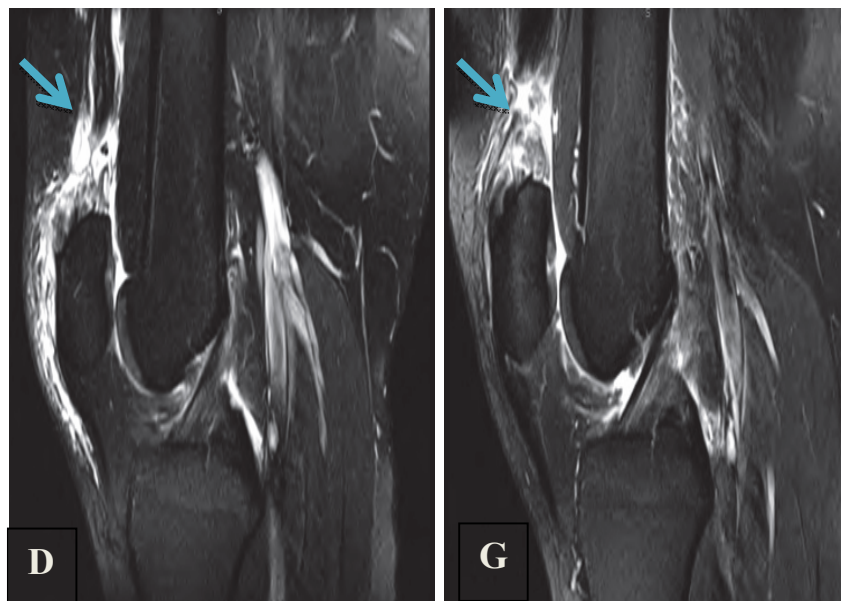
IRM des deux genoux (droit et gauche) montrant une image sagittale pondérée en T2 et démontrant une déchirure en pleine épaisseur du tendon quadricipital au niveau de la jonction ostéotendineuse et un fluide à l'intérieur de l'espace tendineux avec une certaine rétraction du tendon qui est plus prononcée du côté gauche [73].
